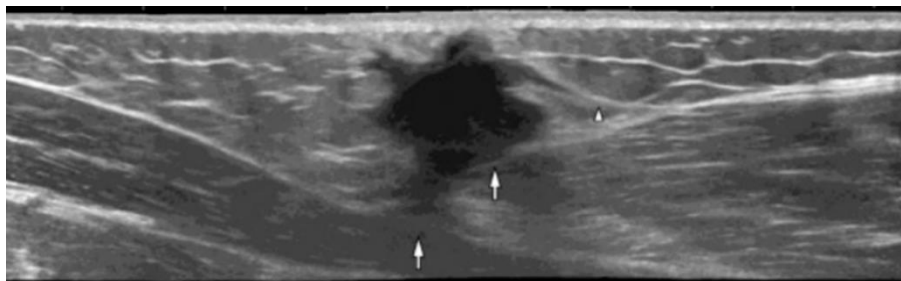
Aspect échographique d'une tumeur desmoïde superficielle, montrant une masse hypoéchogène par rapport à la graisse sous-cutanée, avec des extensions linéaires le long des septas interlobulaires (tête de flèche) et une extension en profondeur le long d'un fascia musculaire (flèches). Source : Milos et al., European Journal of Radiology, 2015.
